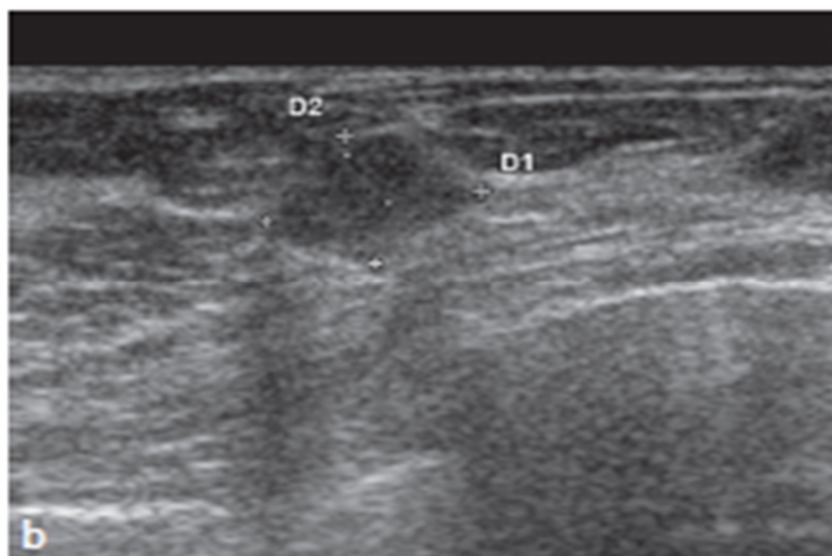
Échographie mammaire : Masse hypoéchogène, de contours flous sans modification du faisceau ultrasonore.
